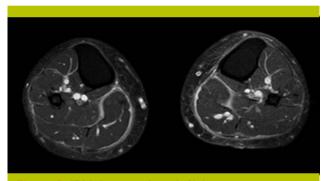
IRM des membres inférieurs
